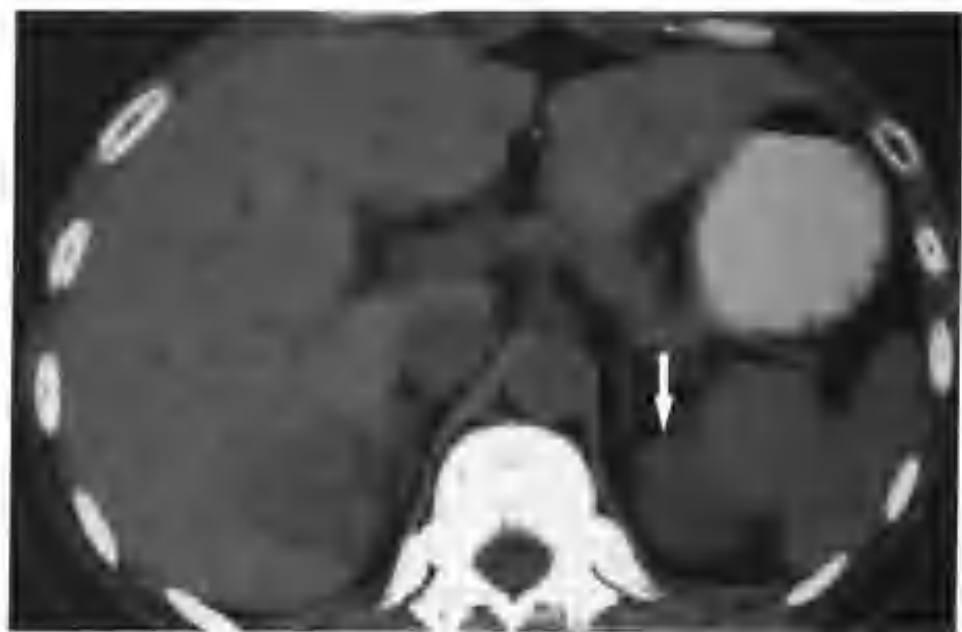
与图2-8-2为同一病例，CT平扫示左肾上极小转移灶（箭头），密度较肾实质略高
